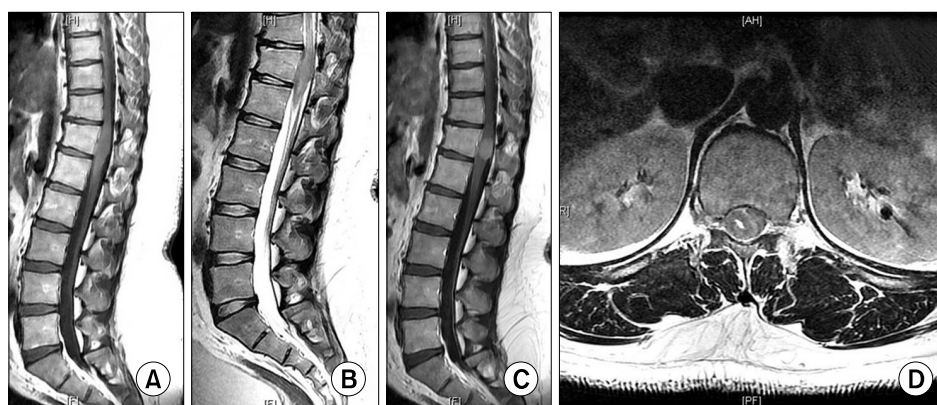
(A) The preoperative T1-weighted sagittal MRI scan demonstrates that the mass shows intermediate iso-intensity signal change. About a 1.8 cm sized mass lesion is seen that involves the T12 vertebral level of the spinal canal. (B) Low signal intensity change on the T2-weighted MRI scan. (C) The T1-weighted MRI scan with gadolinium enhancement shows homogenous enhancement. (D) The mass is located in the intradural extramedullary space on an axial image.
